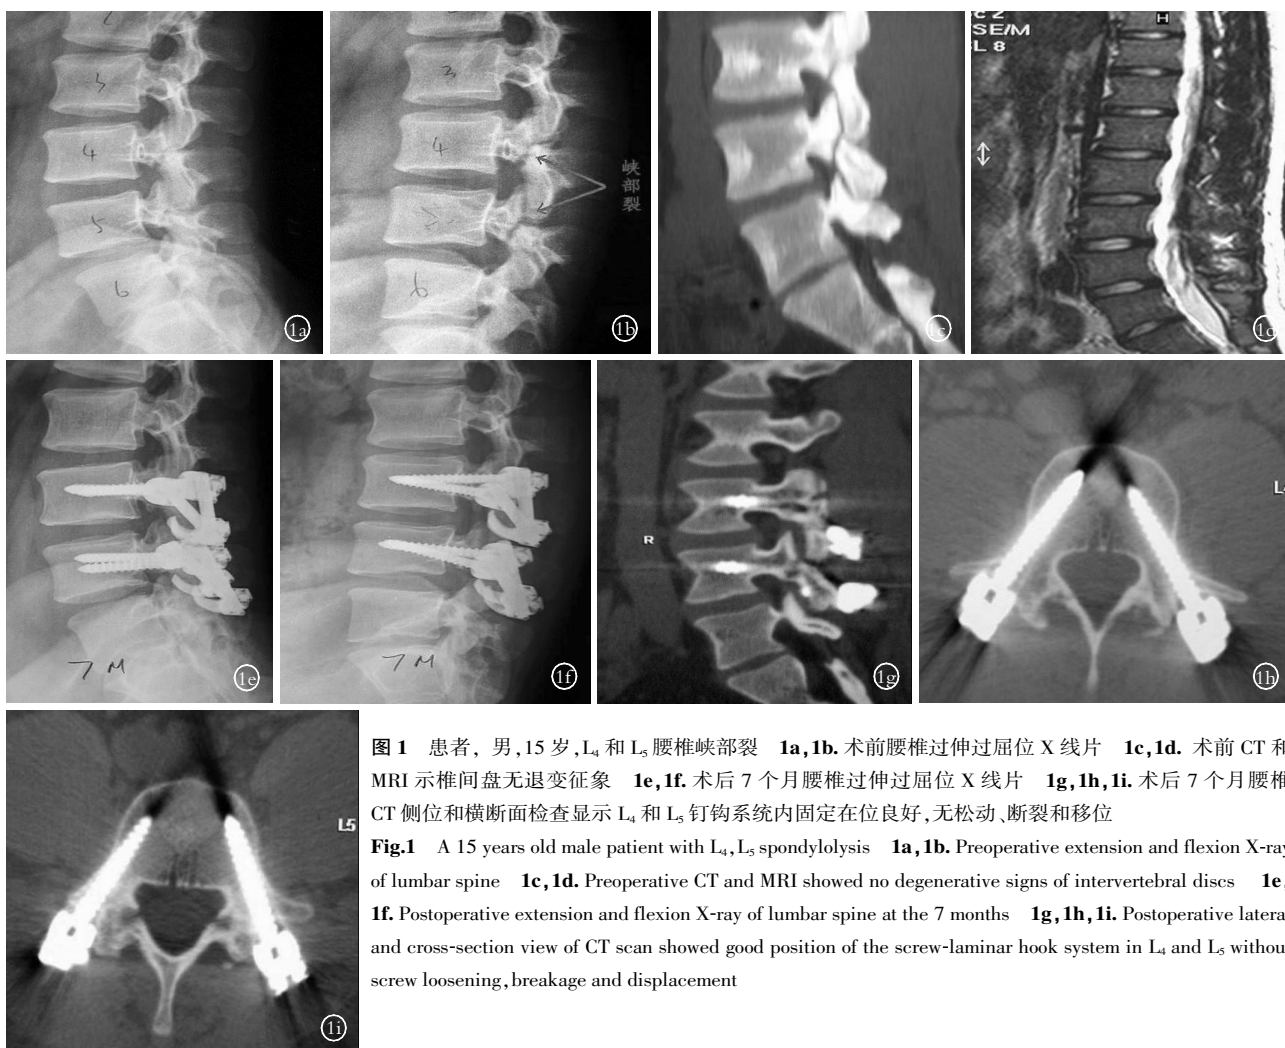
患者,男,15岁,L₄和L₅腰椎峡部裂 1a,1b.术前腰椎过伸过屈位X线片 1c,1d.术前CT和MRI示椎间盘无退变征象 1e,1f.术后7个月腰椎过伸过屈位X线片 1g,1h,1i.术后7个月腰椎CT侧位和横断面检查显示L₄和L₅钉钩系统内固定在位良好,无松动、断裂和移位
